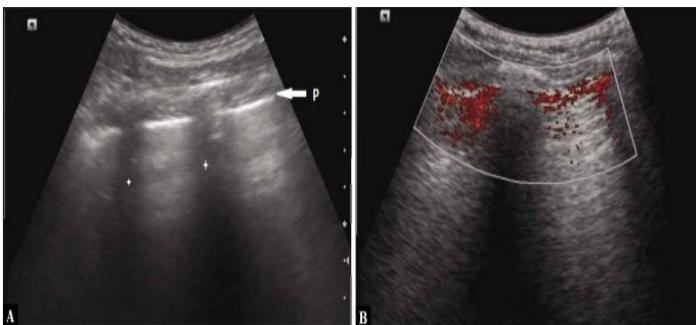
A.- Muestra la línea pleural-P (flecha; las estrellas indican las sombras de las costillas); B. Imagen Power Doppler de un pulmón deslizando normal. La presencia de color indica movimiento en la línea pleural. (27)
